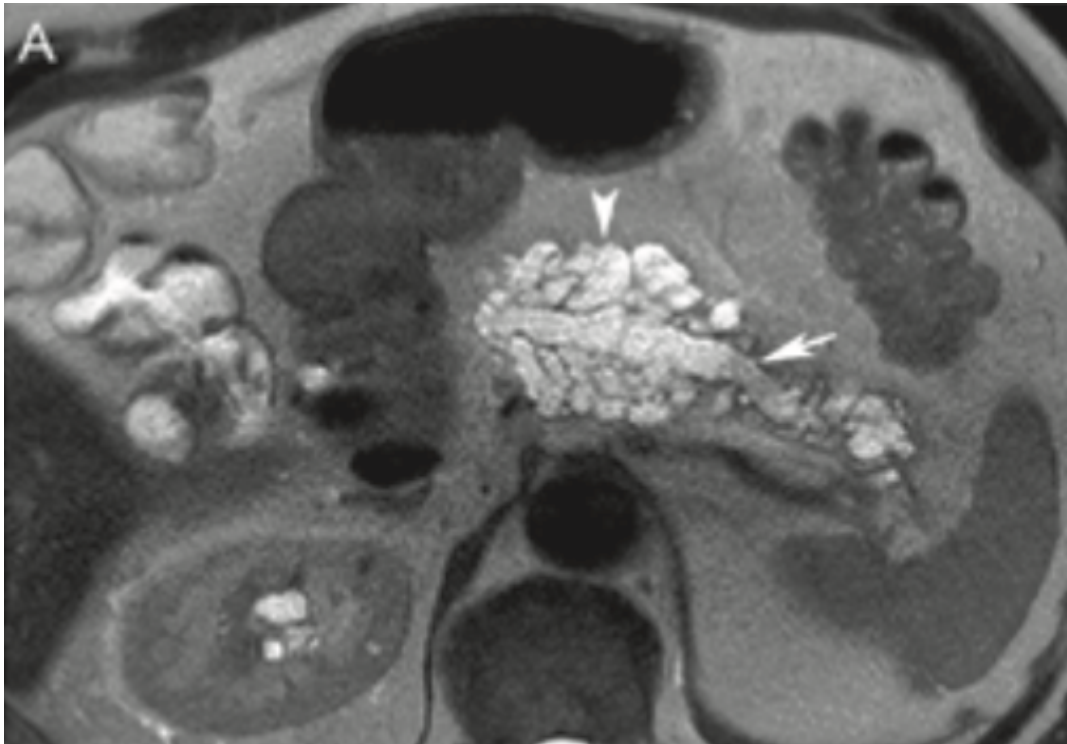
NPMI de tipo mixto en RM(18)
